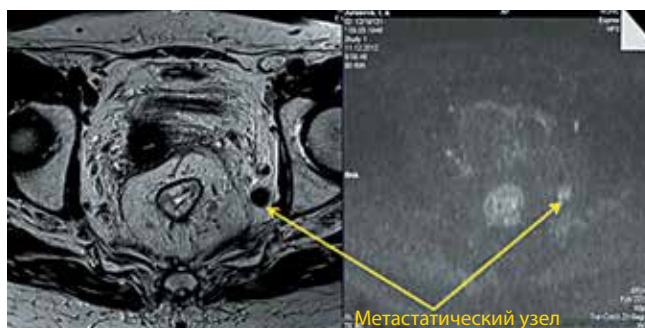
Магнитно-резонансная томограмма в режиме диффузионно-взвешенных изображений через 8 нед после лечения
